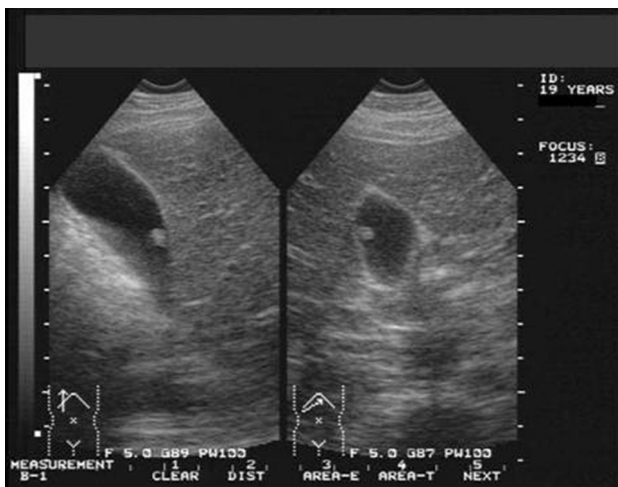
담낭 용종 및 담낭 결석의 초음파검사 소견의 비교
